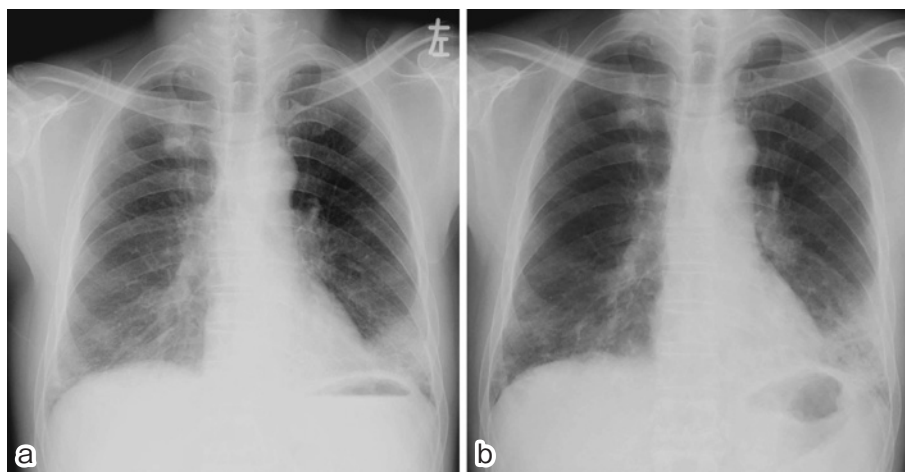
Radiological findings in Case 1. A chest X-ray film from a local hospital shows consolidation in the left lower lung field. A chest X-ray film on admission to our hospital shows slightly increased left-sided consolidation in the lower lung fields (a) compared with that taken at the local hospital.
